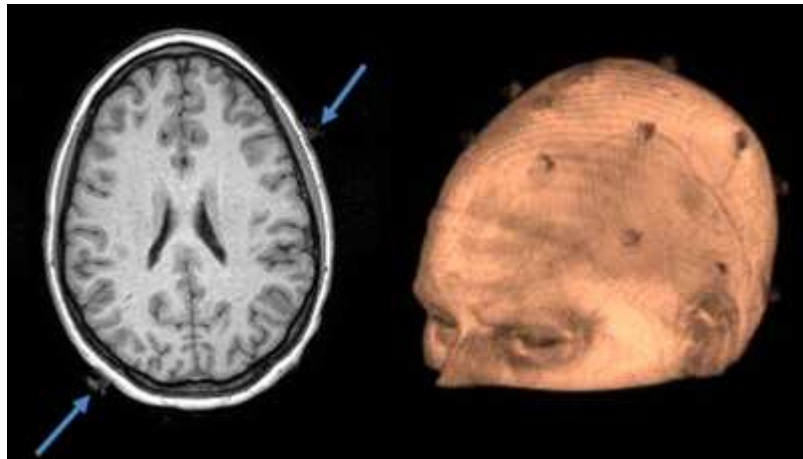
Artefacts de susceptibilité magnétique engendrés par la présence des électrodes à proximité du crâne. A gauche : image IRM anatomique pondérée T_1 (artefacts indiqués par les flèches bleues). A droite : reconstruction 3D du crâne à partir de l'IRM anatomique.
